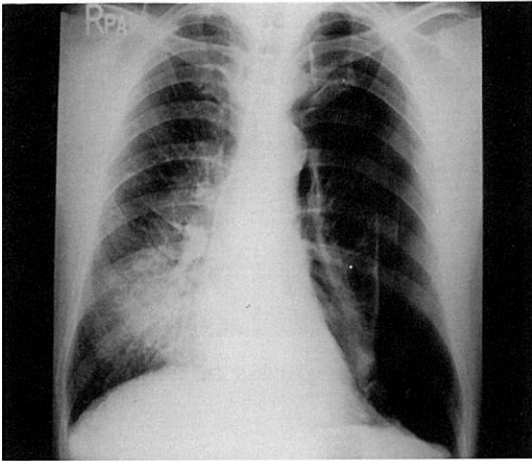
Chest X-ray showing a pneumothorax in left lung field, and infiltration in right lower lung field on admission.
